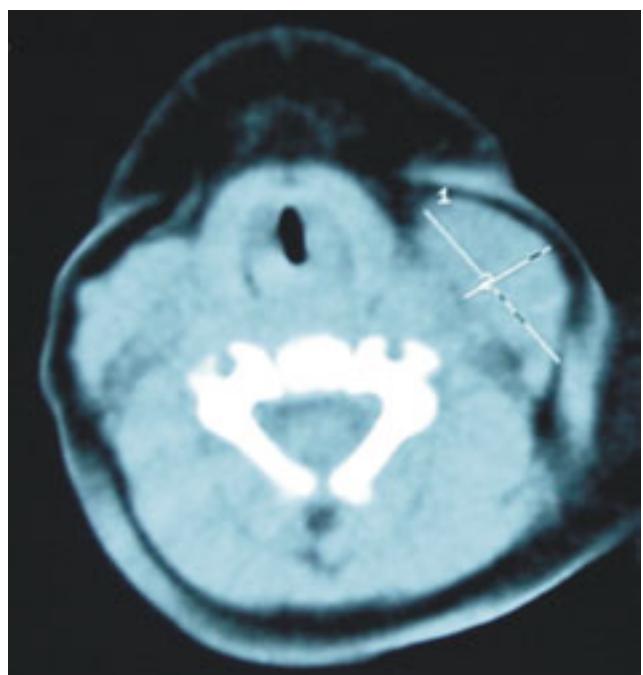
Tomografía computada de cuello con asimetría por crecimiento del músculo esternocleidomastoideo izquierdo.
